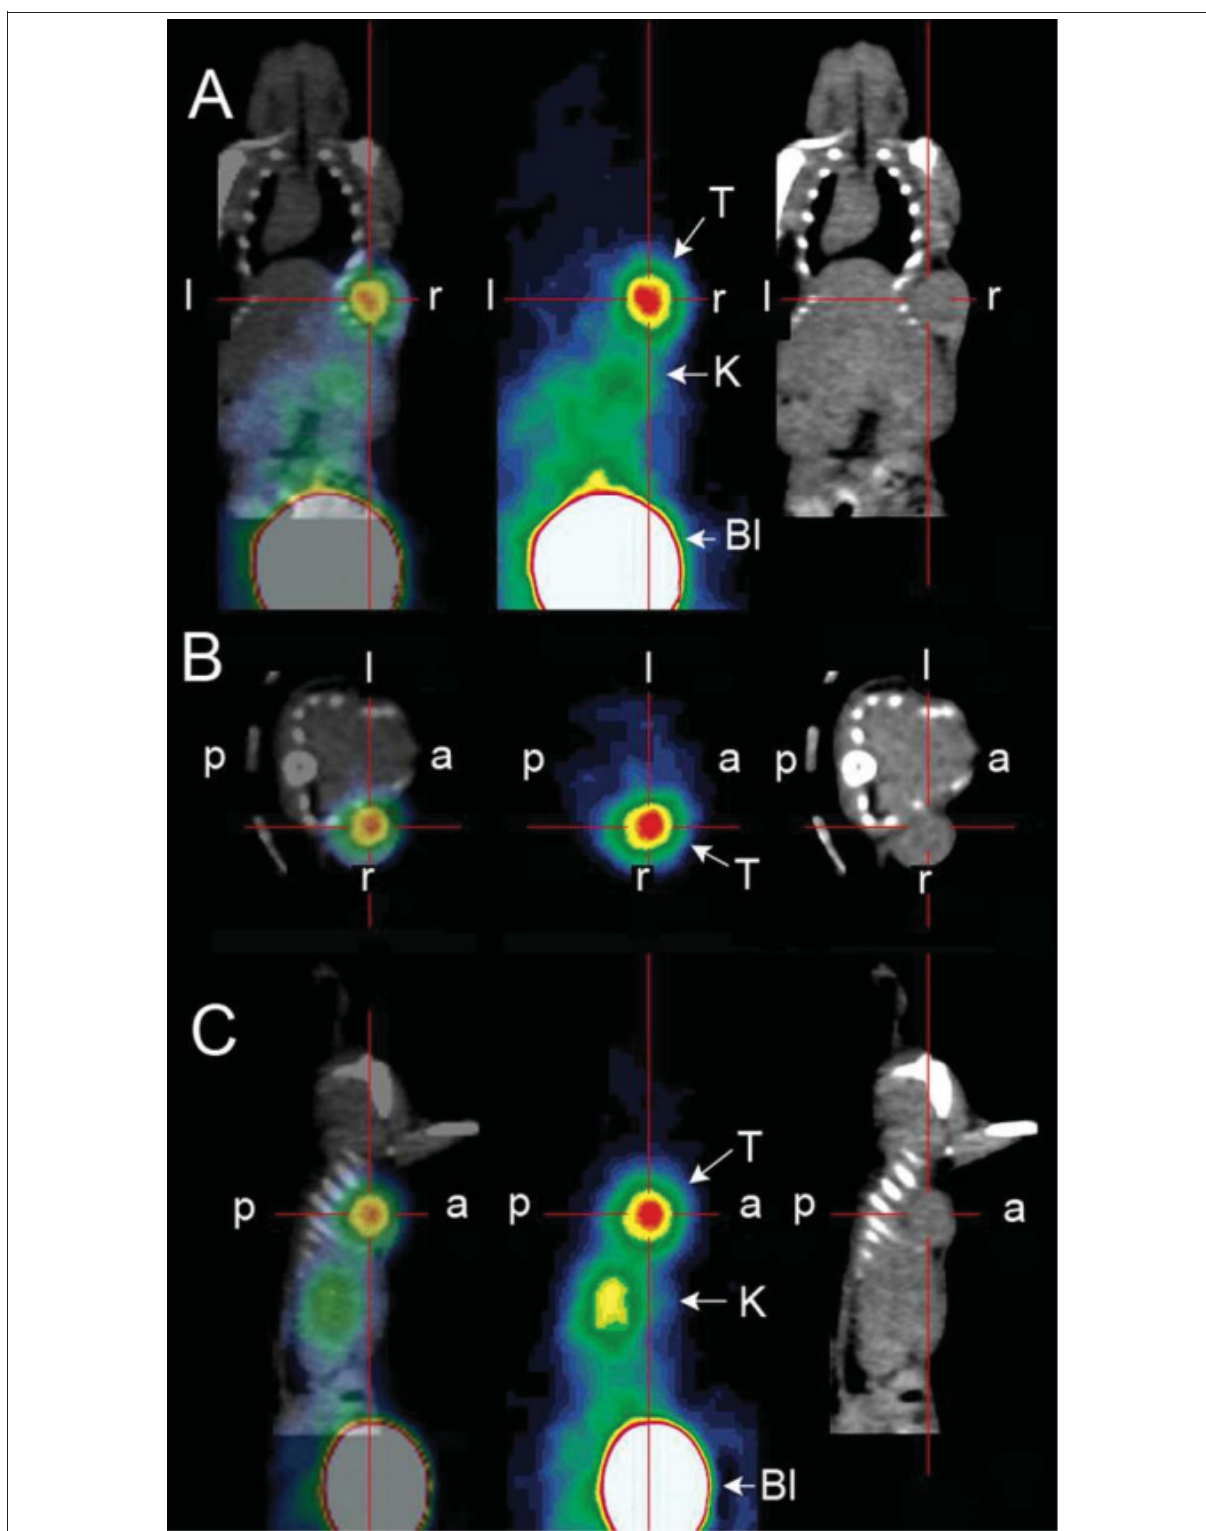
Image TEMP/TDM d'une souris nude mâle.
